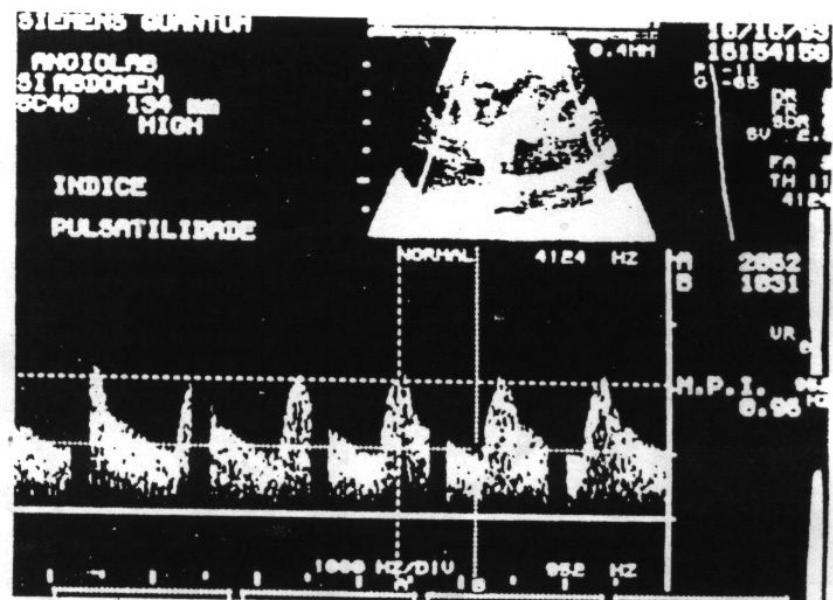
Eco-Doppler mostrando a obtenção de índice de pulsatilidade em uma artéria segmentar, dentro dos limites da normalidade (0,96).
